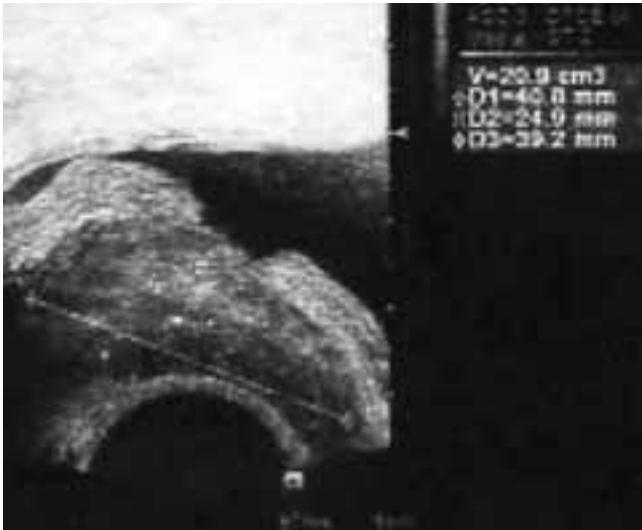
Фрагмент ТРУЗИ спустя 3 года после операции
